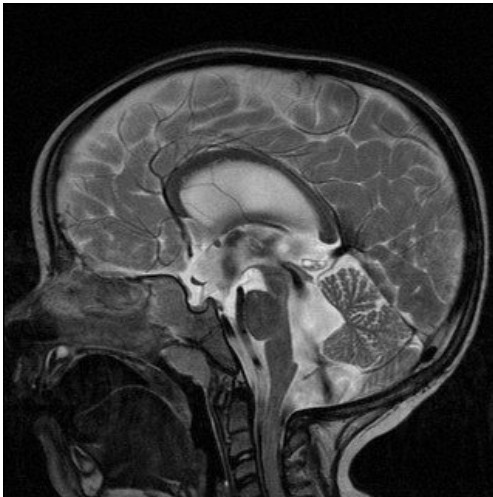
MRT-Befund eines dreijährigen Kindes mit Aquädukstenose im T2 gewichteten MRT (links) und true-fisp-Sequenz (rechts), jeweils sagittale Schnittebene
